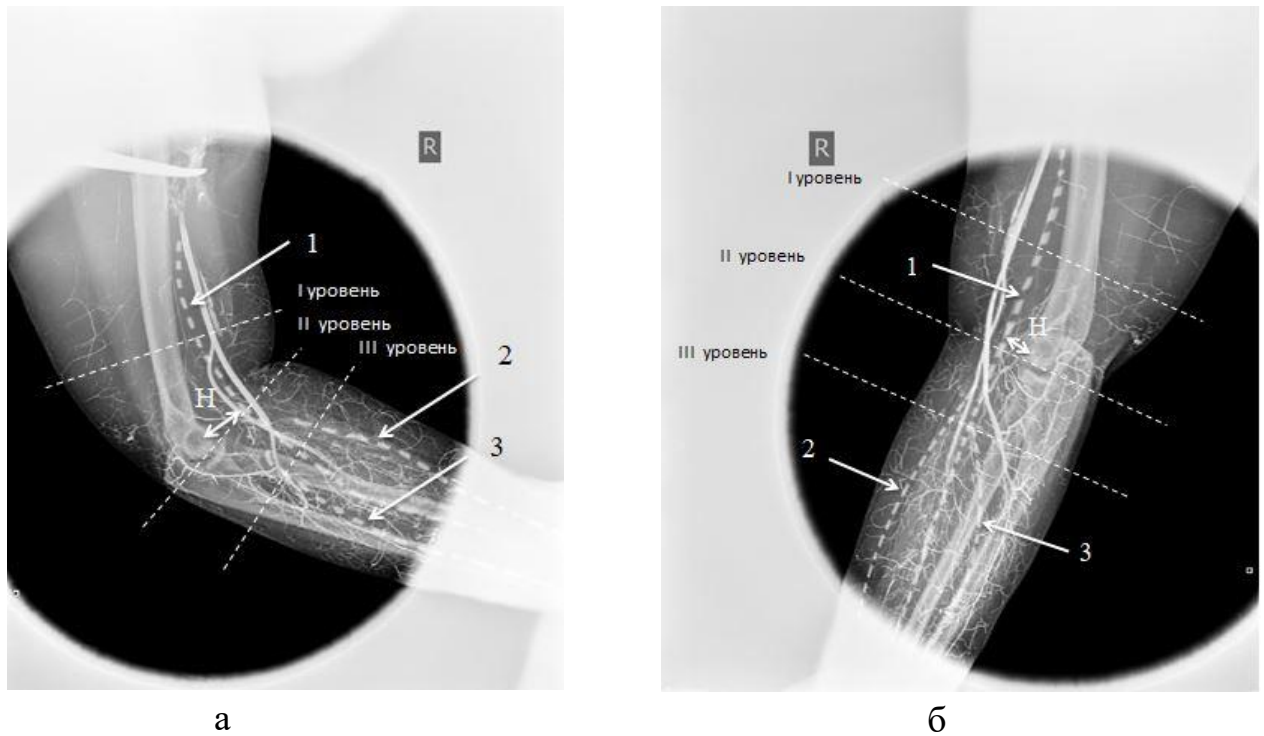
Рентгенограммы правого локтевого сустава в боковой проекции после посмертной инъекции артериального русла свинцовыми белилами и контрастирования изучавшихся нервов проводниками с рентгеноконтрастными метками: а – сгибание в локтевом суставе на 90° ; б – полное разгибание в локтевом суставе. Стрелками указаны рентгеноконтрастные метки: 1 – срединный нерв; 2 – поверхностная ветвь лучевого нерва; 3 – глубокая ветвь лучевого нерва; Н – расстояние от срединного нерва до передней поверхности плечевой кости
